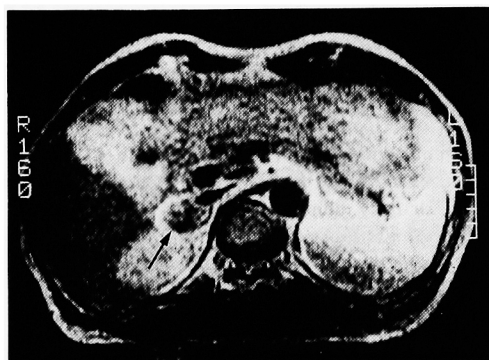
MRI (T2-weighted) shows similar intensity to that of the liver. (T1-weighted intensity was lower than that of the liver.)
